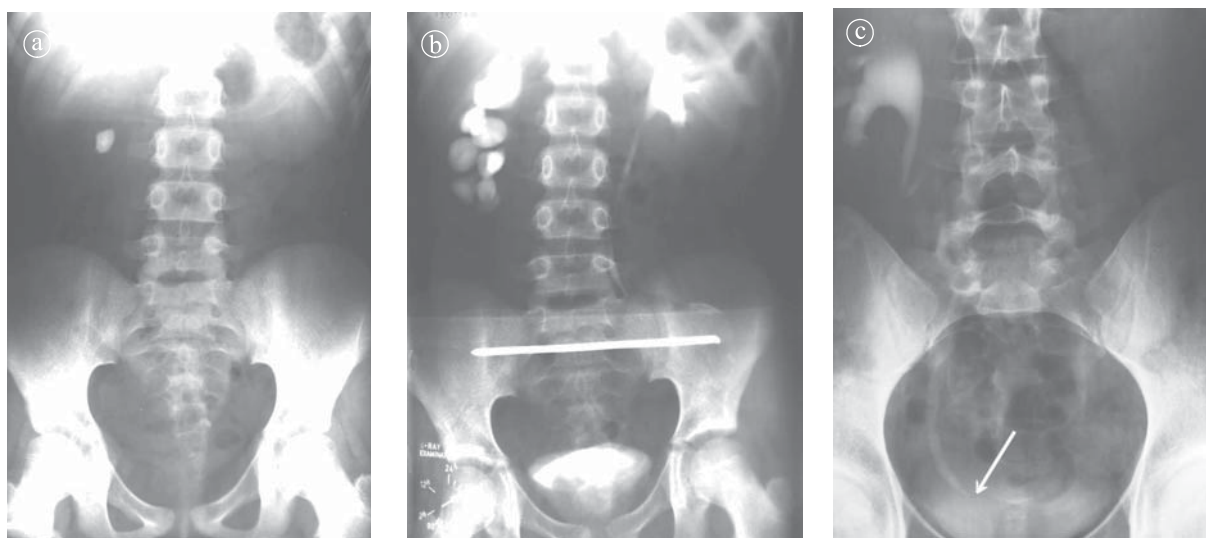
Calcul radioopac inclavat în joncțiunea pieloureterală. a) Radiografie renală simplă. b) Urografie, expunere la 12 min. c) Calcul ureteral. Urografie, expunere la 12 min.
